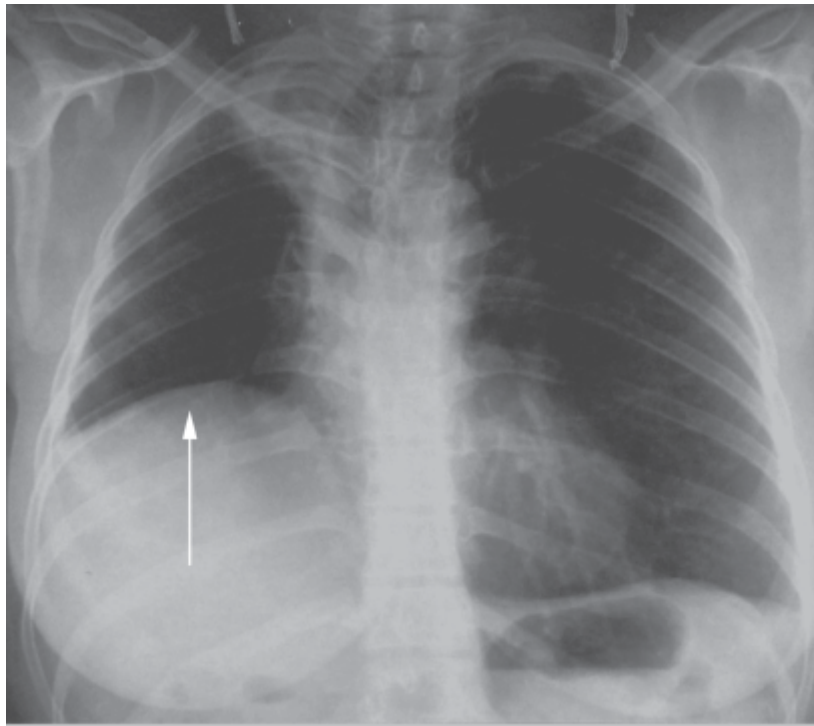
Atelectasia do lobo superior direito. Radiografia do tórax na projeção posteroanterior, mostrando elevação da hemicúpula diafragmática direita (seta) decorrente de atelectasia do lobo superior direito.
